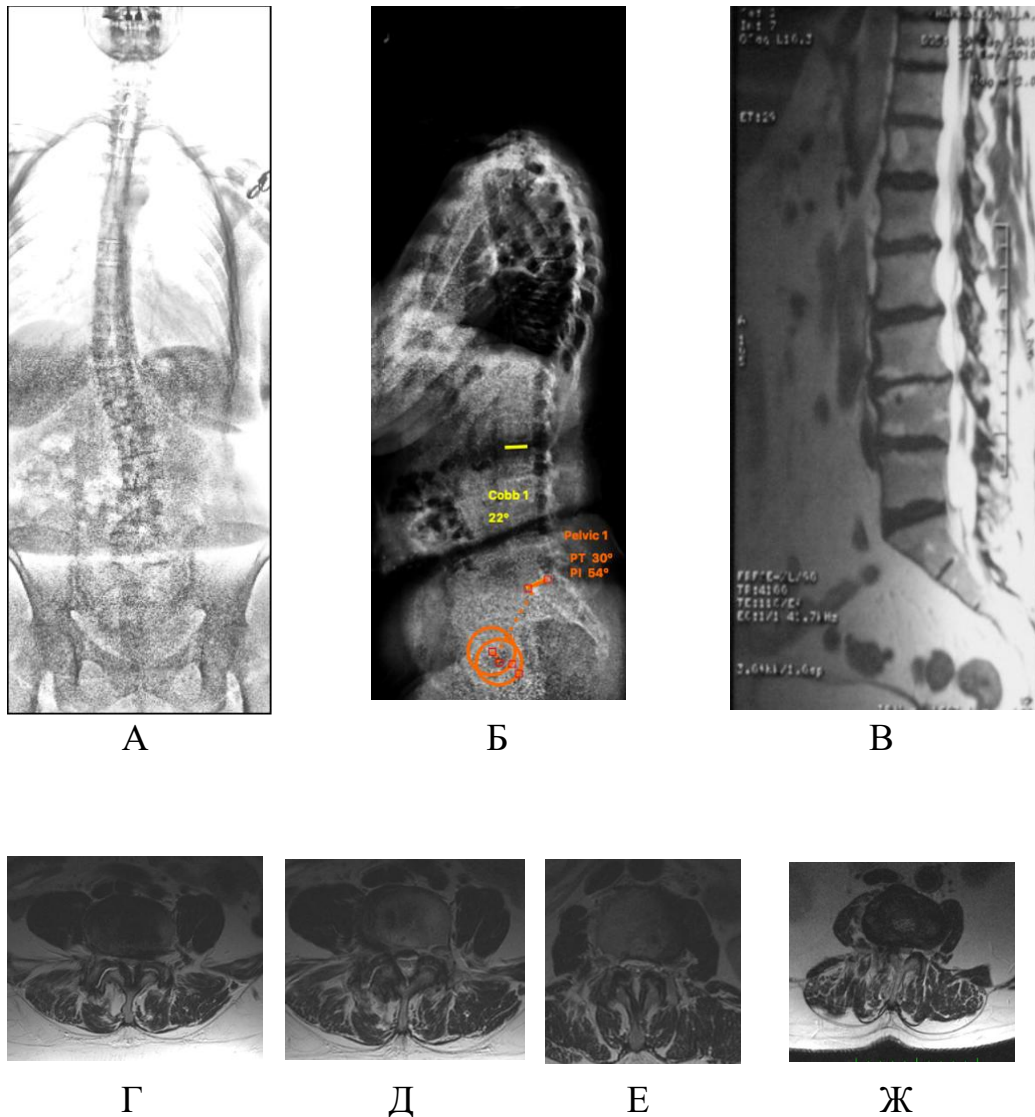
Результаты лучевого обследования пациентки Д., 62 лет: А, Б – телерентгенограммы в прямой и боковой проекциях; В – сагиттальная реконструкция компьютерной томограммы; Г, Д, Е, Ж – МРТ: аксиальные сканы четырех нижних сегментов. Визуализируется стеноз позвоночного канала степени С по С. Schizas (2010)
